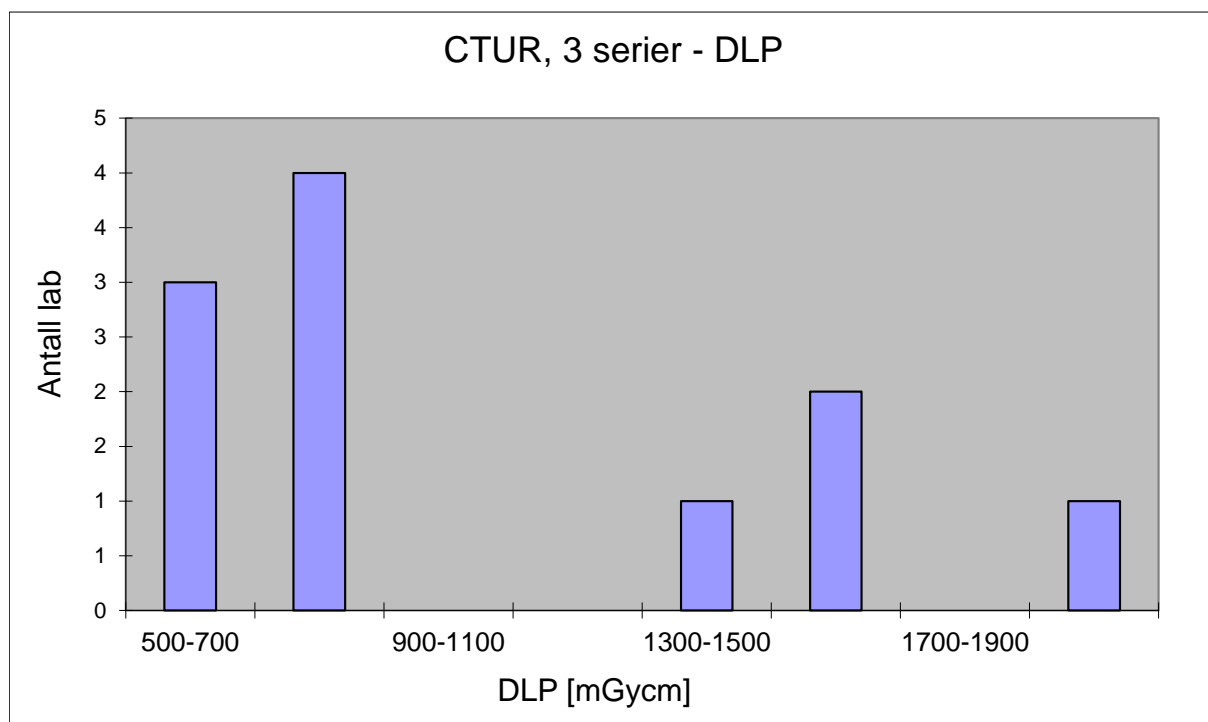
Fordeling av de innsamlede DLP verdiene for CT urografi (> 1 serie).
